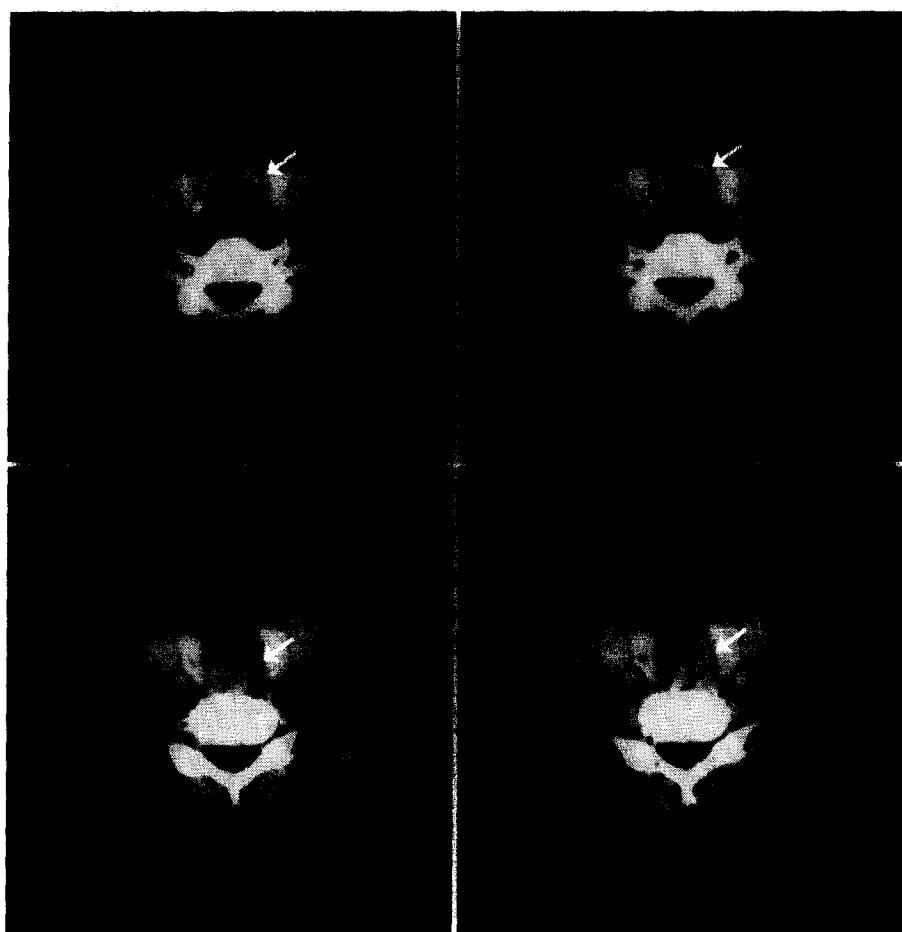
Neck CT of Case 3, the huge enhanced mass from the left glottis to the upper trachea.
